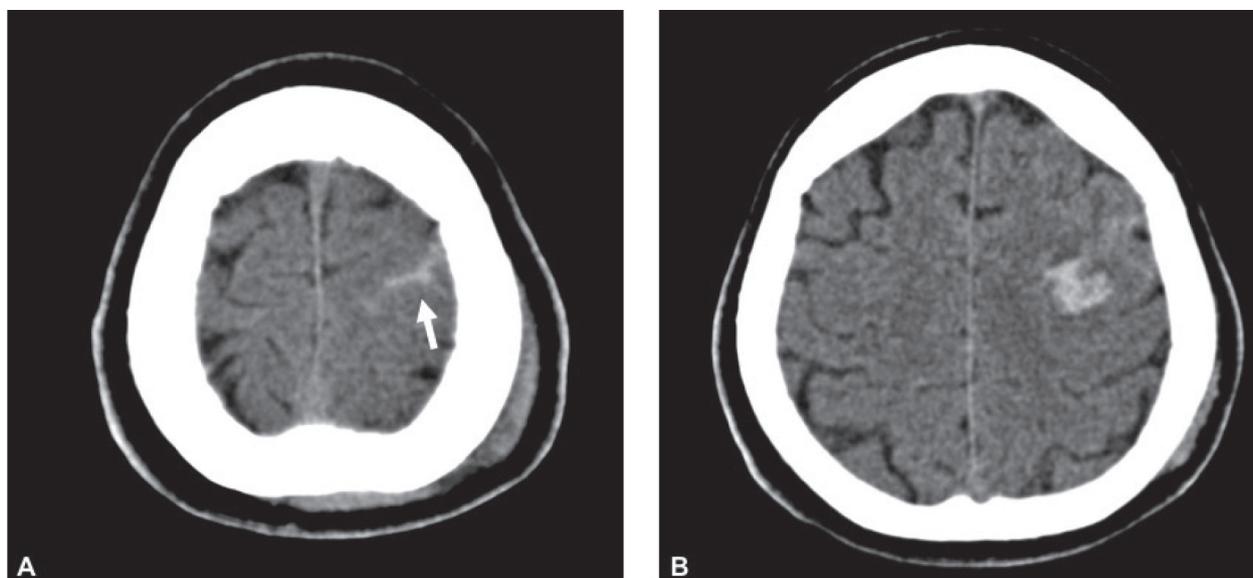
Cortes axiais de tomografia computadorizada cranioencefálica sem contraste. A: sinais de hemorragia subaracnóidea (seta). B: hemorragia intraparenquimatosa no giro pré-central esquerdo com discreto halo hipotenuante.
